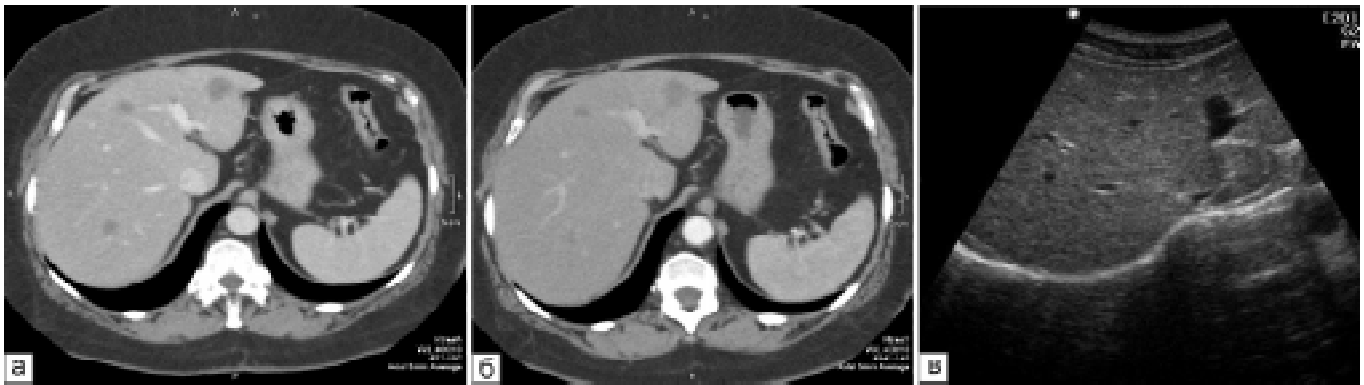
Пацієнт Д., 58 років: а — КТ з контрастним підсиленням, аксіальна проекція, артеріальна фаза. Вторинне ураження печінки (первинна пухлина локалізувалася у підшлунковій залозі); б — КТ з контрастним підсиленням, аксіальна проекція, венозна фаза. Вторинне ураження печінки (первинна пухлина локалізувалася у підшлунковій залозі); в — УЗД патологічних осередків не виявлено (ізоехогенні метастази)
